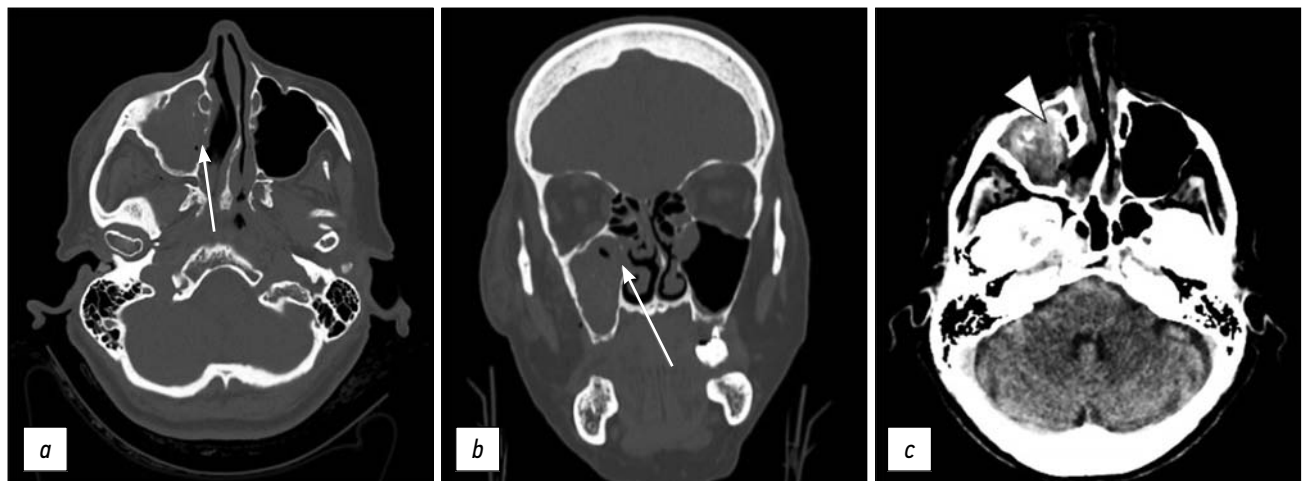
骨窗轴向(a)和冠状(b)CT扫描：显示右侧上颌窦内侧壁骨折（箭头）。软窗(c)显示右上颌窦内有血窦（箭头）。
